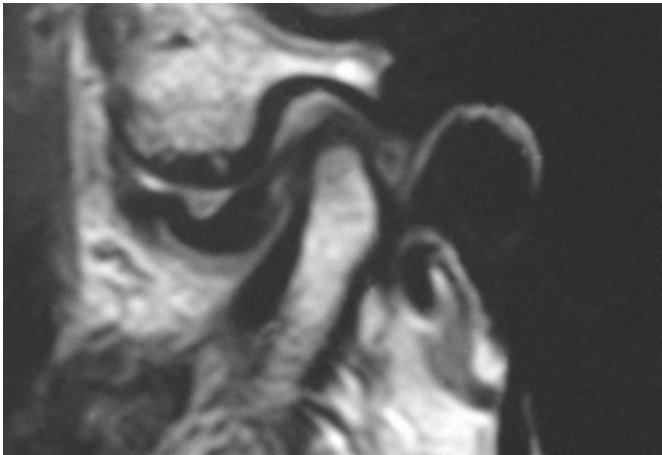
MRI: in the closed mouth position.
